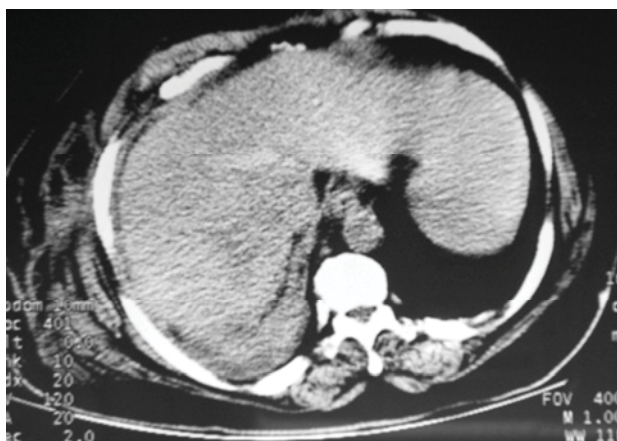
Foto CT – hematom hepatic subcapsular
